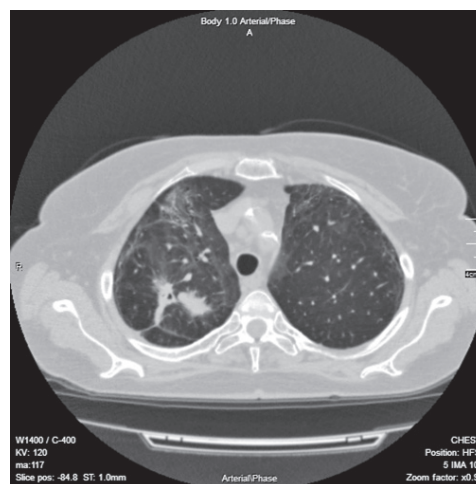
Аксіальний зріз КТ ОГК хворої В. через 6 місяців від початку протиаспергілезного лікування (12-й місяць від появи COVID-19)
